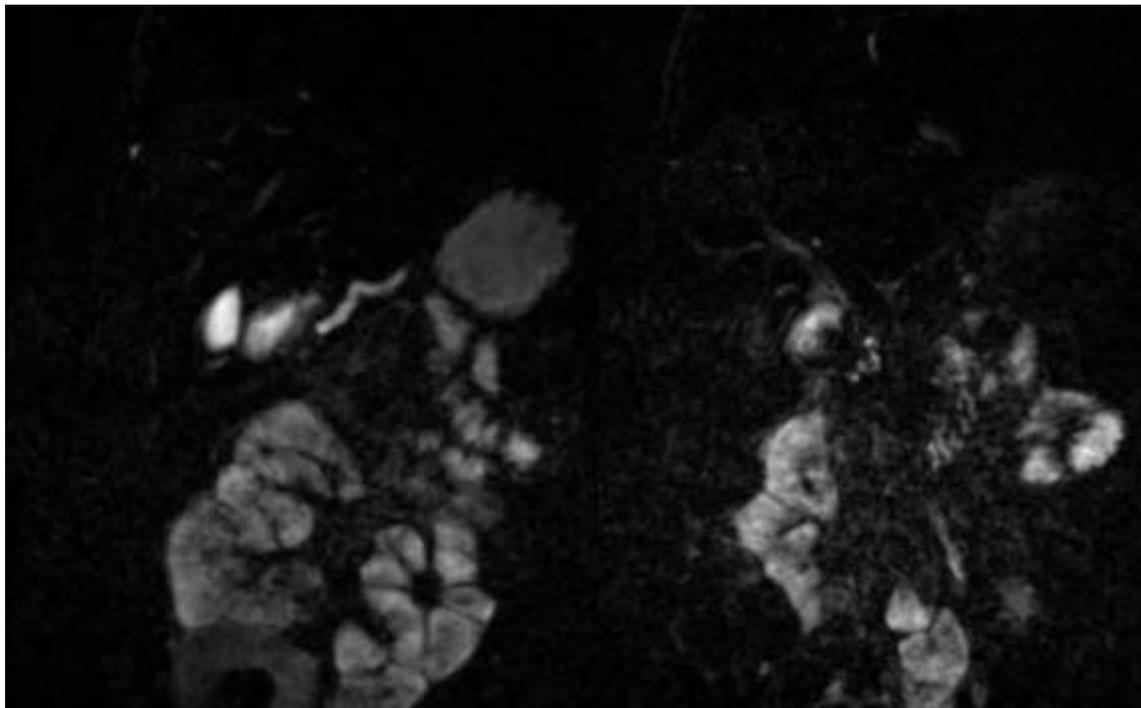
Image d'IRM d'un patient de notre présentant un pancréas divisum.
